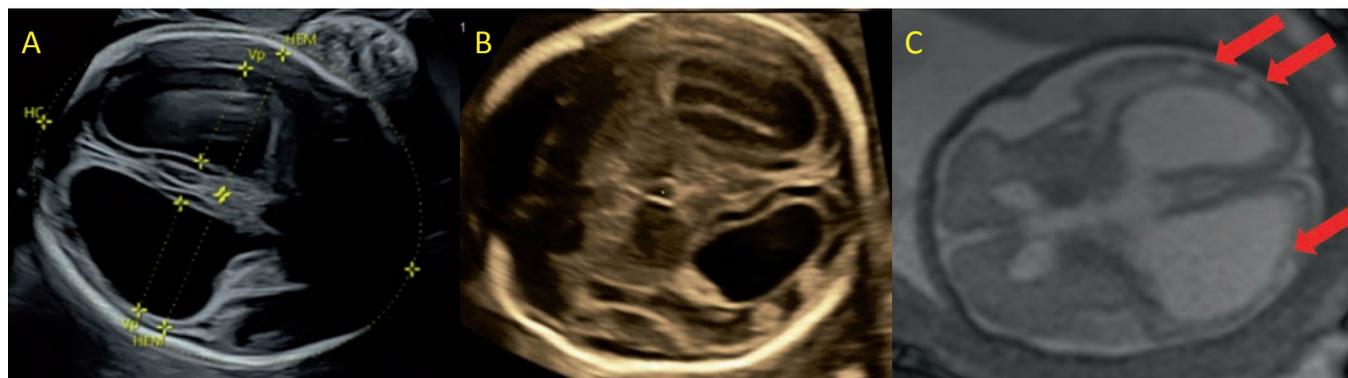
Verschiedene Darstellungen des Gehirns: (A) Erheblicher, hinterhornbetonter Hydrocephalus; (B) in der Hirnmatrix sieht man echogene Verdichtungen, welche auch im MRI (C) darstellbar sind. Dort sieht man auch Bereiche mit Hypoperfusion/Hypoxie.
